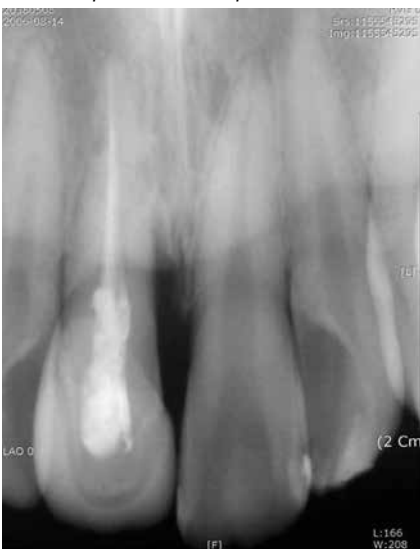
Внутритовая прицельная рентгенограмма резцов верхней челюсти до лечения
